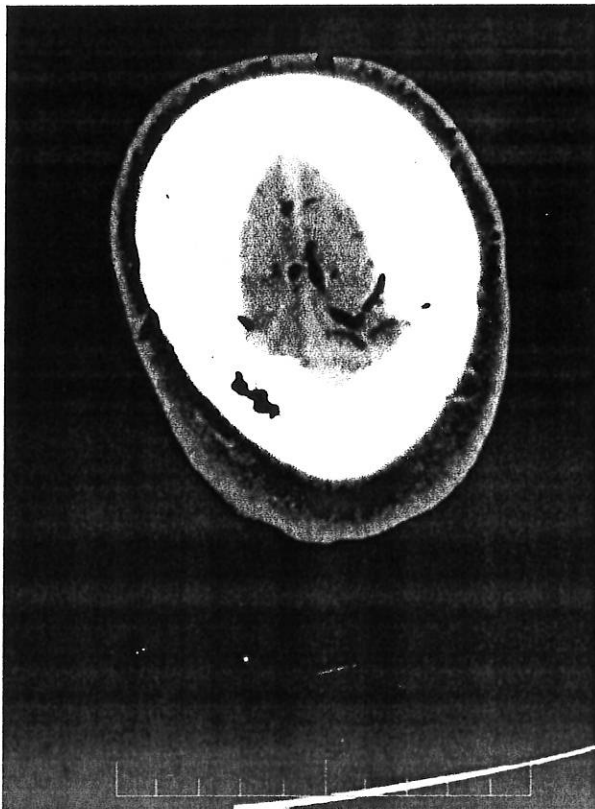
Potongan tipis CT menunjukkan inklusi udara pada orbita dan tersebar secara difus di ruang sub arakhnoid (Ozdoba, 2004).
